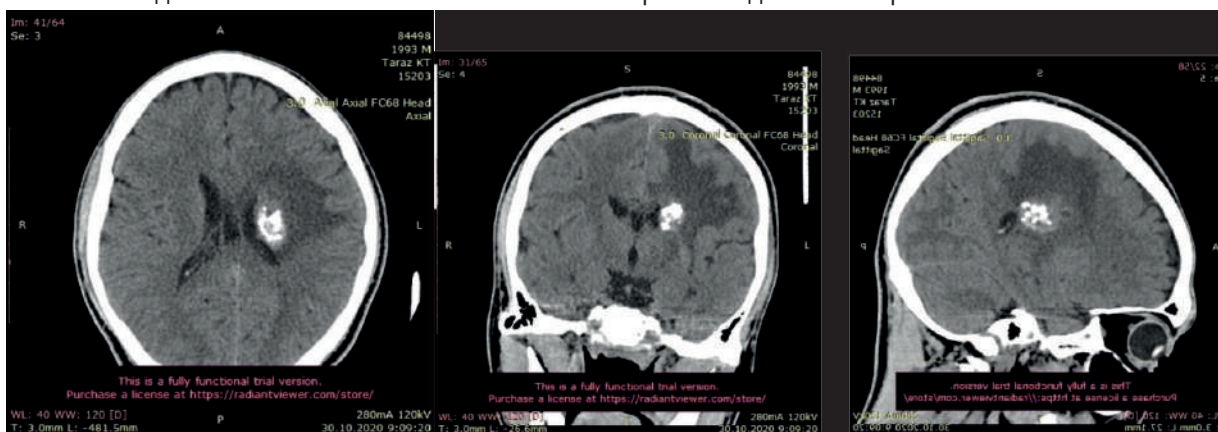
КТ-головного мозга до операции: На КТ снимках наблюдается наличие гиперденсного образования в перивентрикулярной зоне левого полушария с перифокальным отеком (А – аксиальная проекция, Б – коронарная проекция, В – сагитальная проекция)
